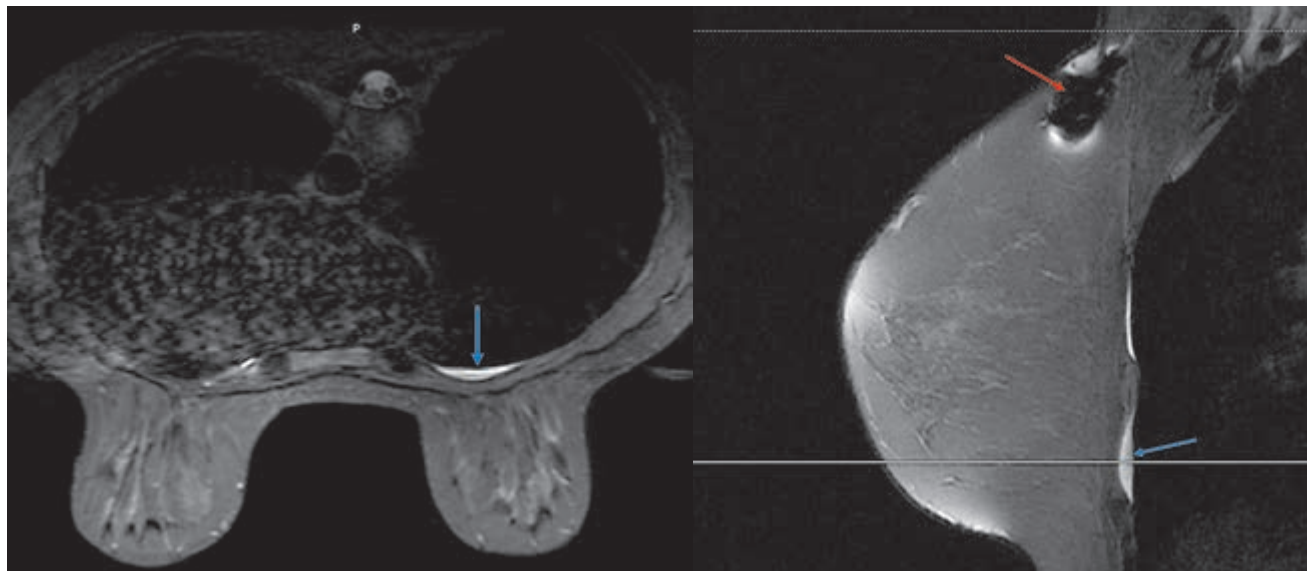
МРТ молочной железы. DWI STIR. Признаки реактивного воспаления плевры (выпот — синие стрелки) на стороне абсцесса молочной железы (красная стрелка)
